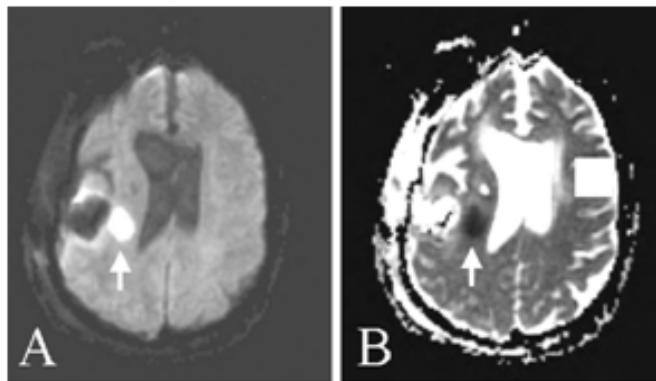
Lésions ischémiques sur des séquences d'IRM de diffusion en postopératoire immédiat. (A) séquence « 'trace' » montrant une lésion ischémique au fond de la cavité d'exérèse à proximité du faisceau cortico-spinal qui apparaît en hyper signal. (B) séquence de « 'cartographie d'ADC' » la lésion apparaît en hyposignal.[51]
